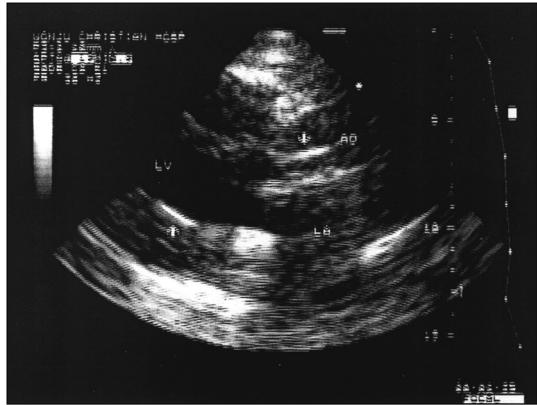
Catheter fragment on echocardiography. We observed foreign bodies found in left ventricle and ascending aorta on echocardiography. Arrows indicate remnant cutted LA (left atrial) pressure catheter after mitral valve replacement.
